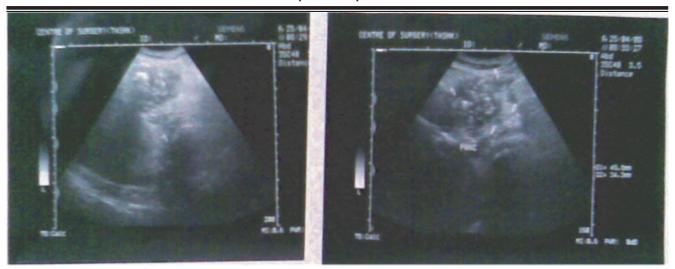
УЗИ картина панкреонекроза.
